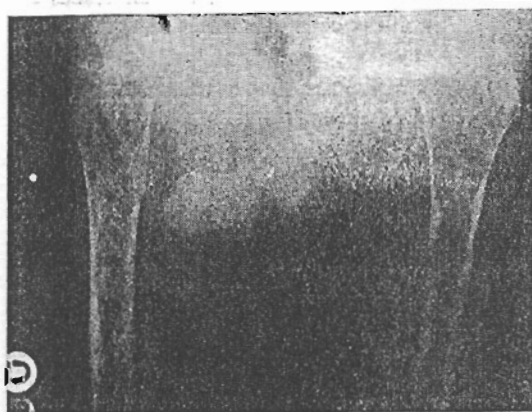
Radiografia dos membros inferiores que revela zonas de osteoporose e de osteólise dos fêmures.
